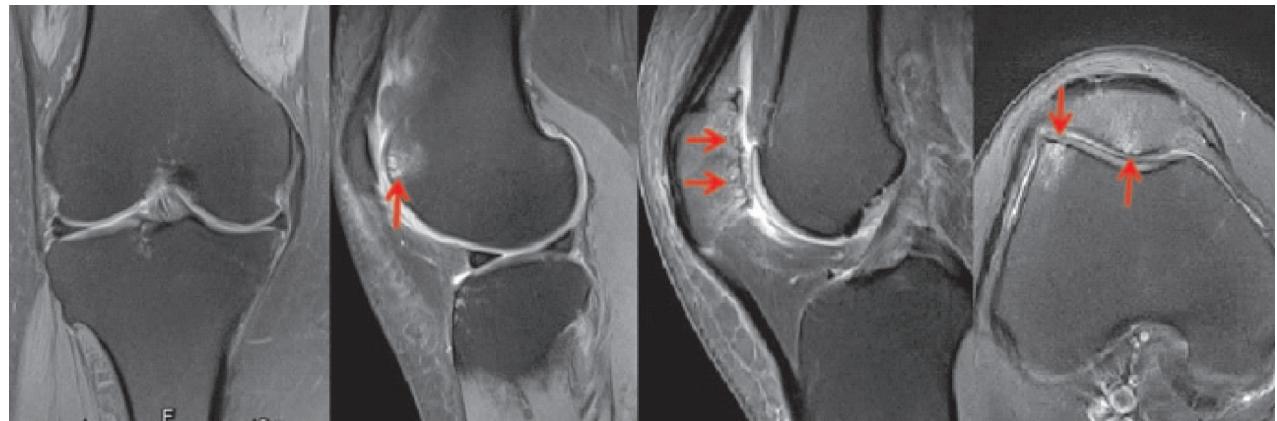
患者,女,55岁,右膝髌股关节骨关节炎。MRI:冠状面见内外侧胫股间室软骨无明显退变,矢状面和横断面均可见股骨滑车软骨与髌骨软骨严重退变及软骨下骨水肿(红色箭头)
